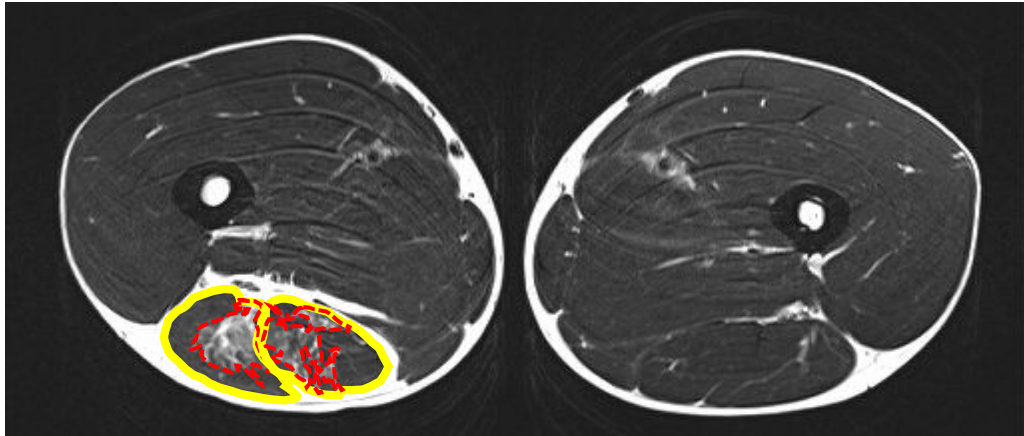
23 year old defender in classic K league. The pain started after changing direction. On the axial view of T2-weighted MRI image, increased signal intensity was observed in the muscle portion of semitendinous and biceps femoris muscle. Extent of the injury was measured in the axial plane by calculating the percentage of the largest injured area (dotted line) from the whole muscle area(full line). The extent of the injury was 60.58%.
